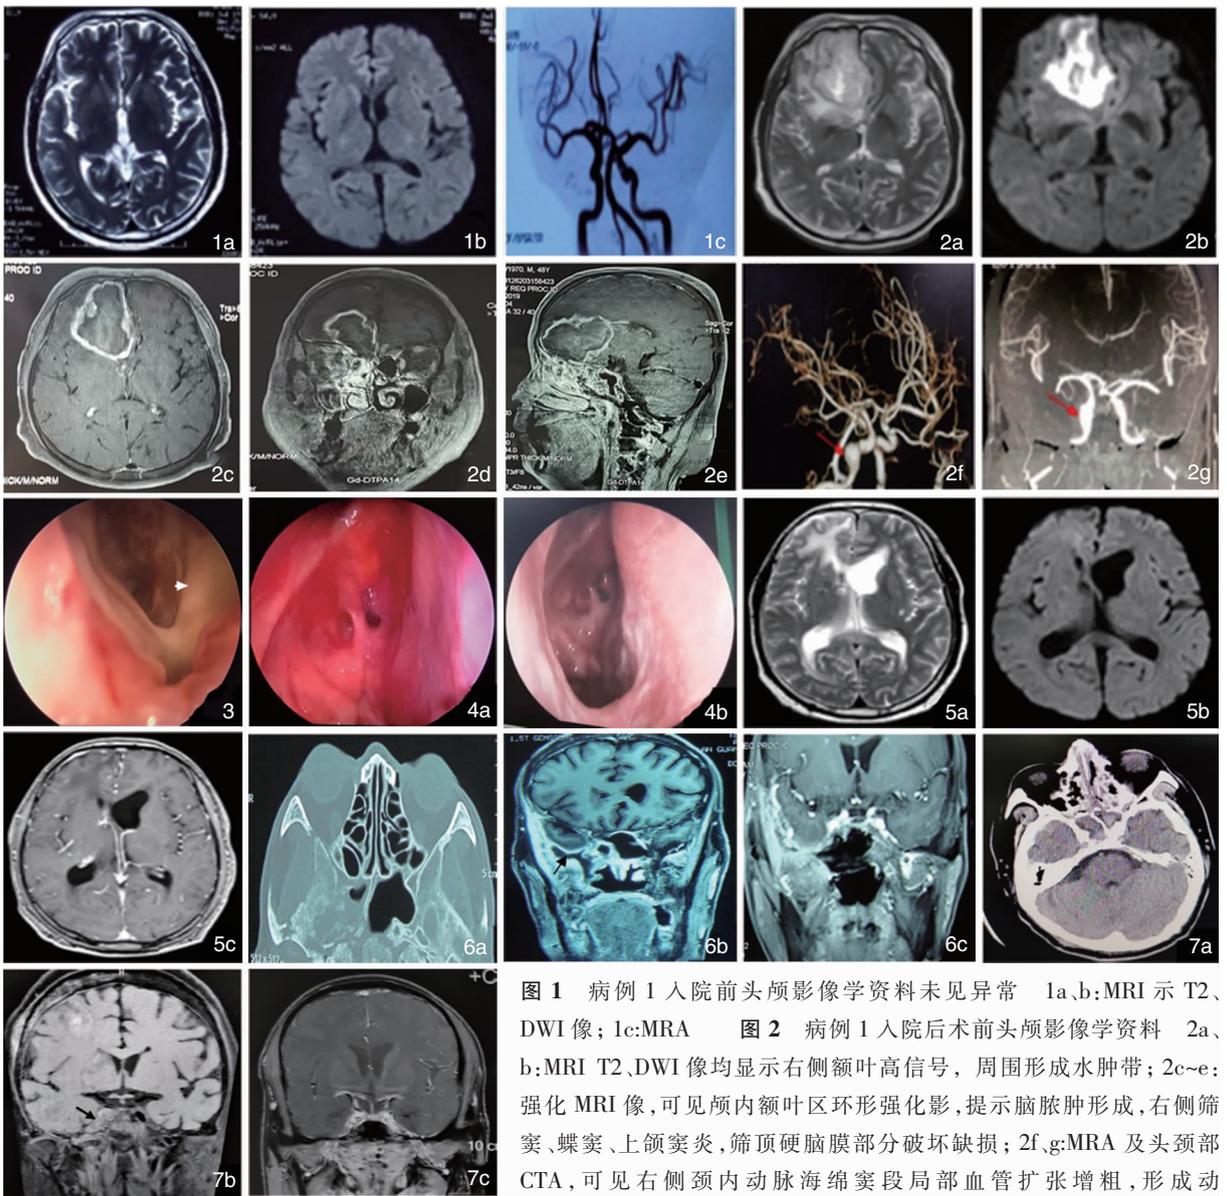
病例 1 入院前头颅影像学资料未见异常 1a,b: MRI 示 T2、DWI 像; 1c: MRA 图 2 病例 1 入院后术前头颅影像学资料 2a、b: MRI T2、DWI 像均显示右侧额叶高信号, 周围形成水肿带; 2c~e: 强化 MRI 像, 可见颅内额叶区环形强化影, 提示脑脓肿形成, 右侧筛窦、蝶窦、上颌窦炎, 筛顶硬脑膜部分破坏缺损; 2f、g: MRA 及头颈部 CTA, 可见右侧颈内动脉海绵窦段局部血管扩张增粗, 形成动脉瘤 图 3 病例 1 术中鼻内镜下颅底脓肿引流处, 可见颅内额叶米汤样脓性分泌物溢出(箭头所示) 图 4 病例 1 治疗后鼻内镜检查 4a: 治疗后 6 个月; 4b: 治疗后 3 年 图 5 病例 1 治疗后 3 年复查头颅 MRI 未见异常 5a: T2; 5b: DWI; 5c: 增强 图 6 病例 2 治疗前后影像学资料 6a: 治疗前鼻窦 CT 示右侧蝶窦占位, 周围骨质广泛破坏; 6b: 治疗前 MRI 示右侧蝶窦占位, 颞叶局部硬脑膜增厚(箭头所示); 6c: 治疗后 4 年 MRI 示右侧蝶窦占位消失, 颞叶硬脑膜增厚明显减轻 图 7 病例 3 治疗前后影像学资料 7a: 治疗前鼻窦 CT 示蝶窦占位, 内可见高密度影; 7b: 治疗前 MRI 示蝶窦及右侧海绵窦区占位(箭头所示); 7c: 治疗后 1 年 10 个月 MRI 示蝶窦及右侧海绵窦区占位消失
